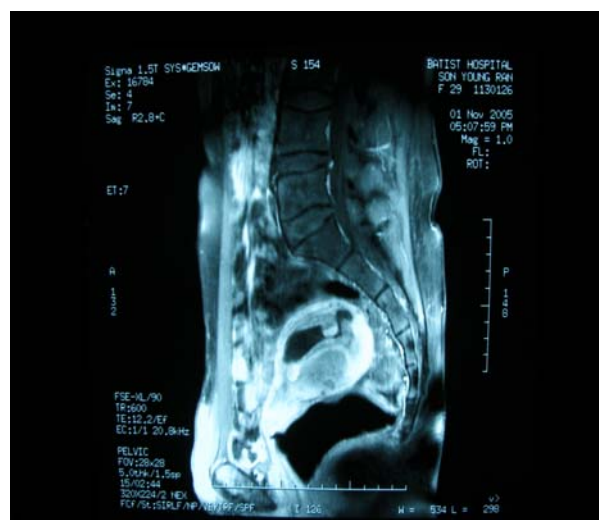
MRI of the uterus at 6 gestational weeks. Sagittal T₂ weighted image shows a vesicular placenta indicative of a molar pregnancy with a coexistent fetus in the uterus.
